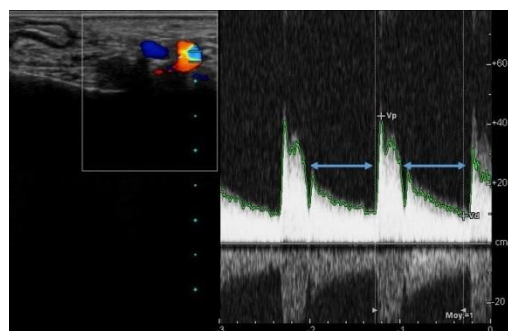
Echographie Doppler des artères temporales montrant une image compatible avec l'infiltration intimale de l'artère temporale avec un abondant flux diastolique (flèches)
